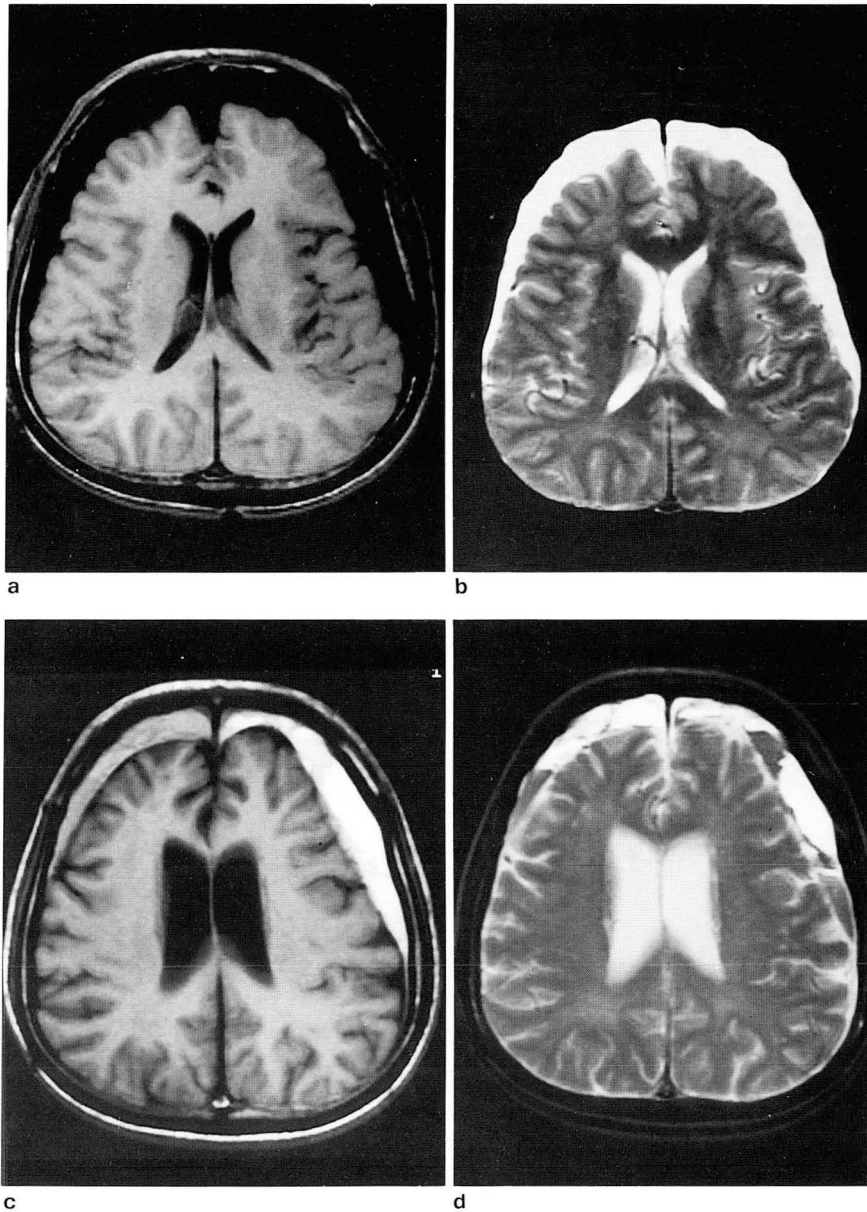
a, b. The initial MRI on the 23rd day after injury showed crescent bilateral CSF-signal intensity lesion on T1-and T2WI.
